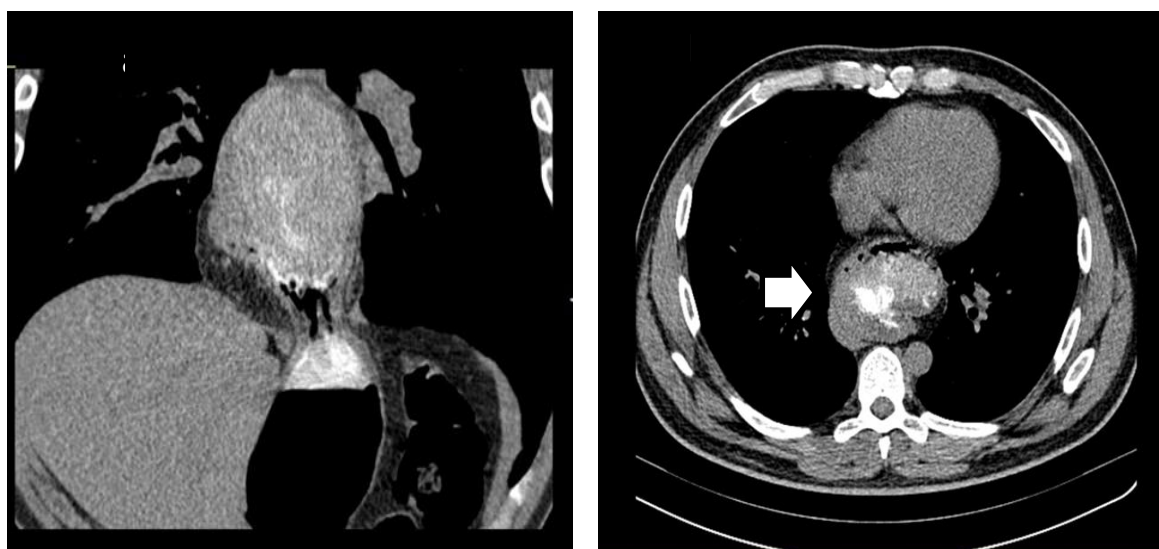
CT cu contrast digestiv. Masa cavitara situată în mediastinul posterior (săgeată) (secțiune frontală și transversală).
